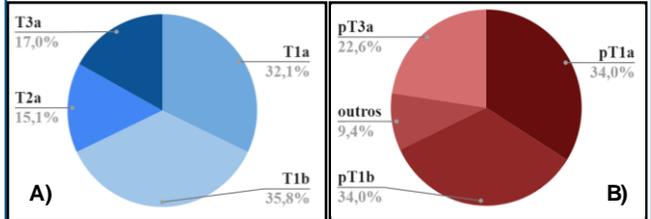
Frequência das classes segundo o estadiamento TNM. A) Frequência dos estadiamentos TNM segundo a TC. B) Frequência dos estadiamentos TNM segundo o estudo AP.
